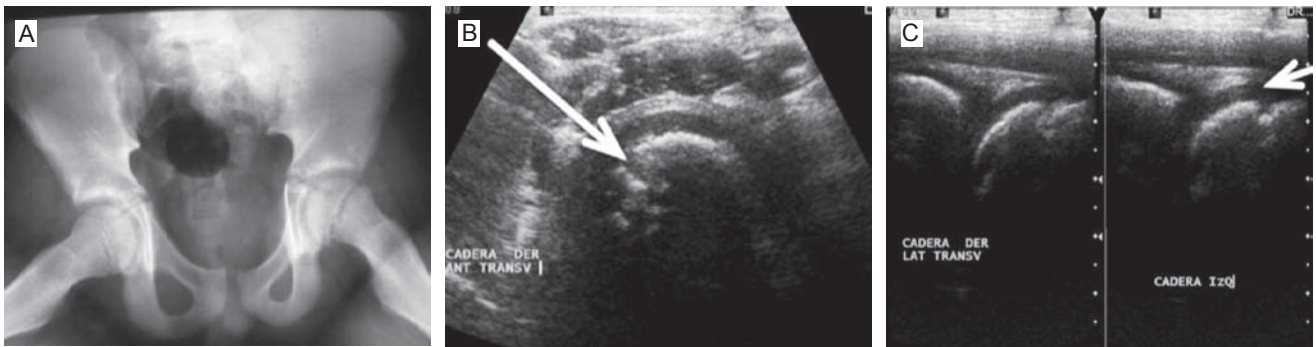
Se identifican las posiciones variantes en que se debe valorar la cabeza femoral ante sospecha de desplazamiento (a). Las imágenes de ultrasonido permiten valorar de manera comparativa la posición de las cabezas femorales y determinar el desplazamiento de las mismas aún en etapa inicial (b) y (c). La imagen radiográfica en etapa ya establecida define la luxación por deslizamiento de la cabeza femoral.
